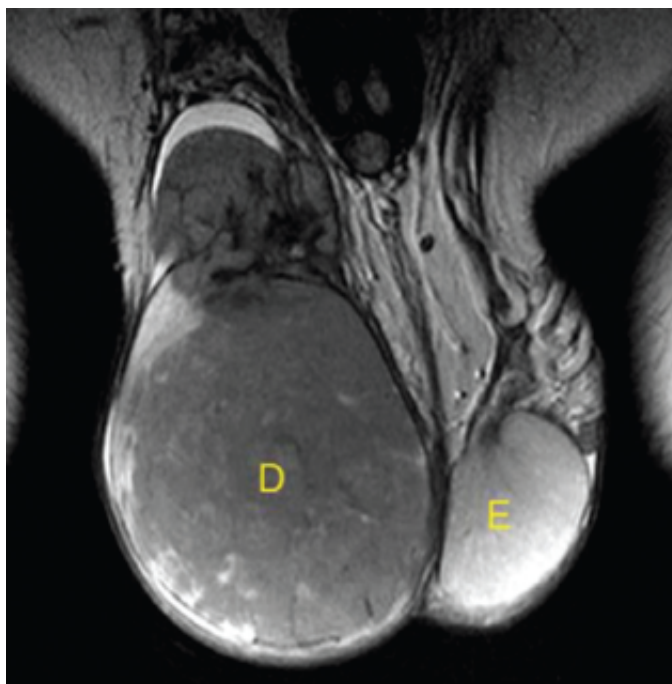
Neoplasia maligna do testículo. Ressonância magnética (RM) de bolsa escrotal mostrando testículo direito (D) aumentado de volume, com hipossinal em T2. Testículo esquerdo (E) normal.
